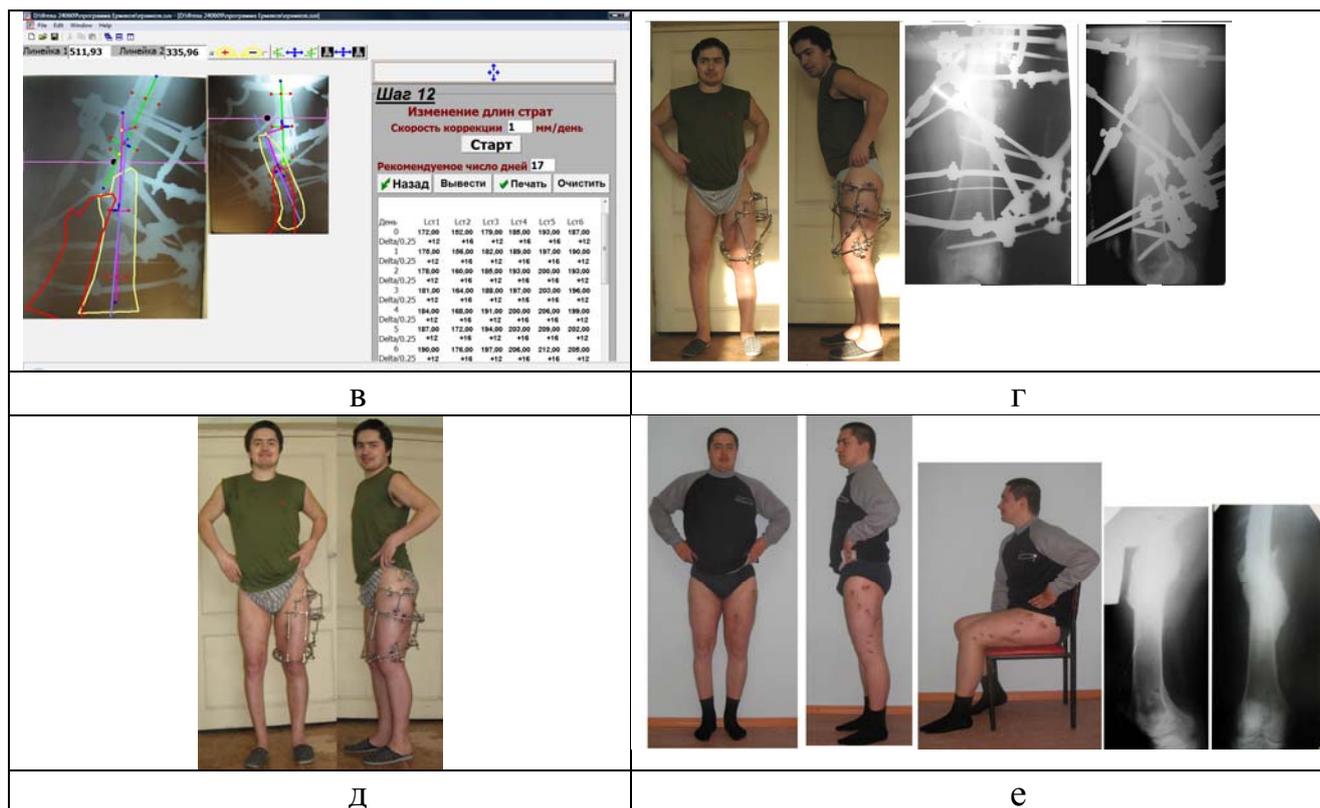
Фотографии и рентгенограммы пациента С.: а – до коррекции деформации, б, в, г, д – во время, е – после лечения
